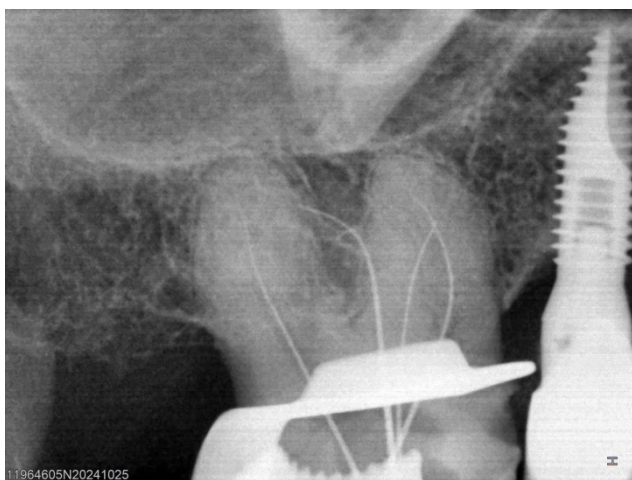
Radiografía Conductometría
